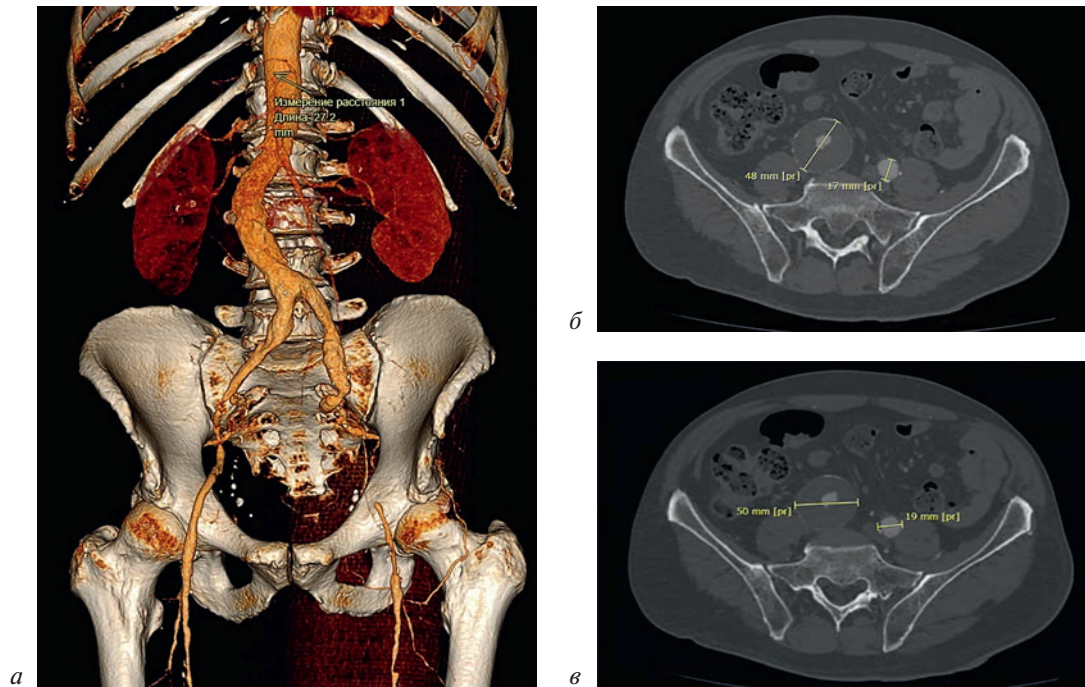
МСКТ артерий нижних конечностей с контрастированием до вмешательства (а, б, в)
